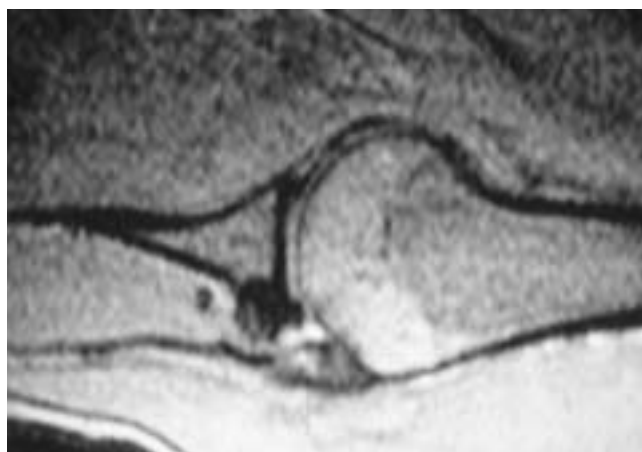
Lésion du bourrelet sur RMN.
